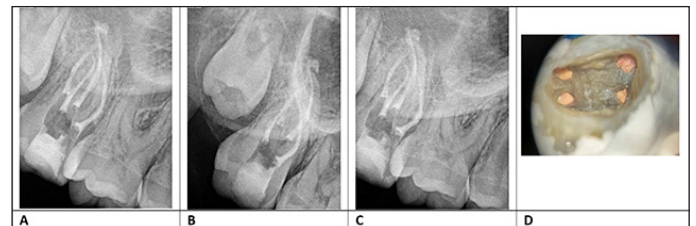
Radiografías de obturación diente 1.7
